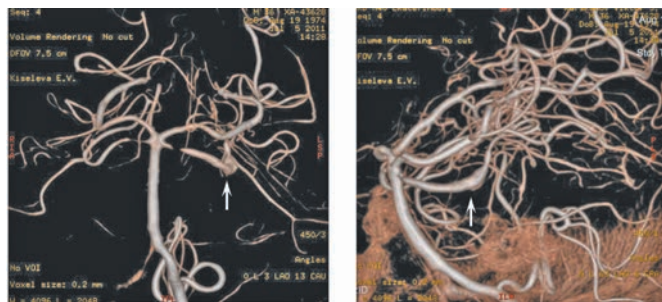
Церебральная ангиограмма через 5 дней после кровоизлияния: фузиформная аневризма левой ВМА (стрелка), размерами 3,2x4,4x3,0 мм, спазм обеих ВМА, передняя трифуркация правой ВСА.
